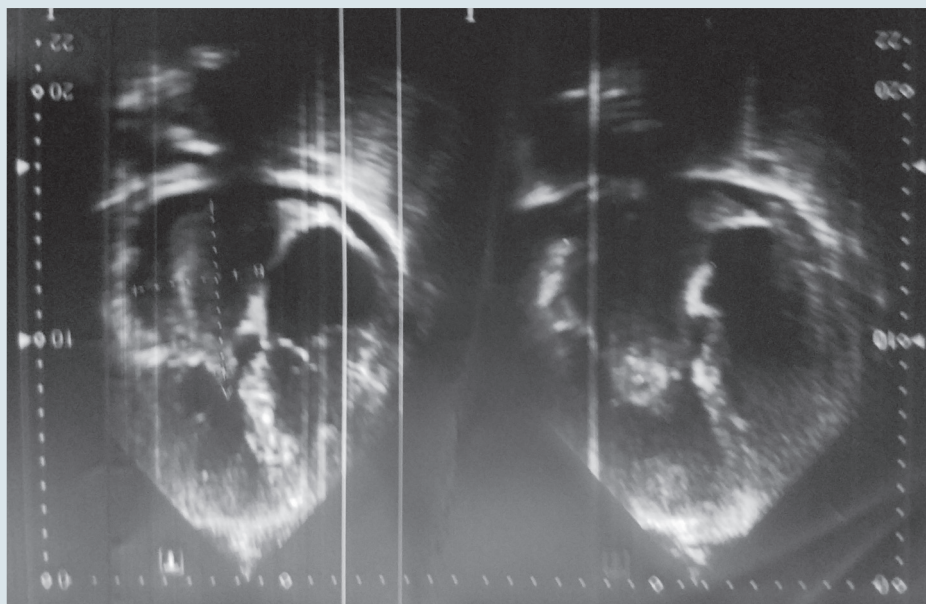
Двухмерная эхокардиография. Визуализируется новообразование левого предсердия, заполняющее большую его часть, обтурирующее митральный клапан как в систолу, так и в диастолу
